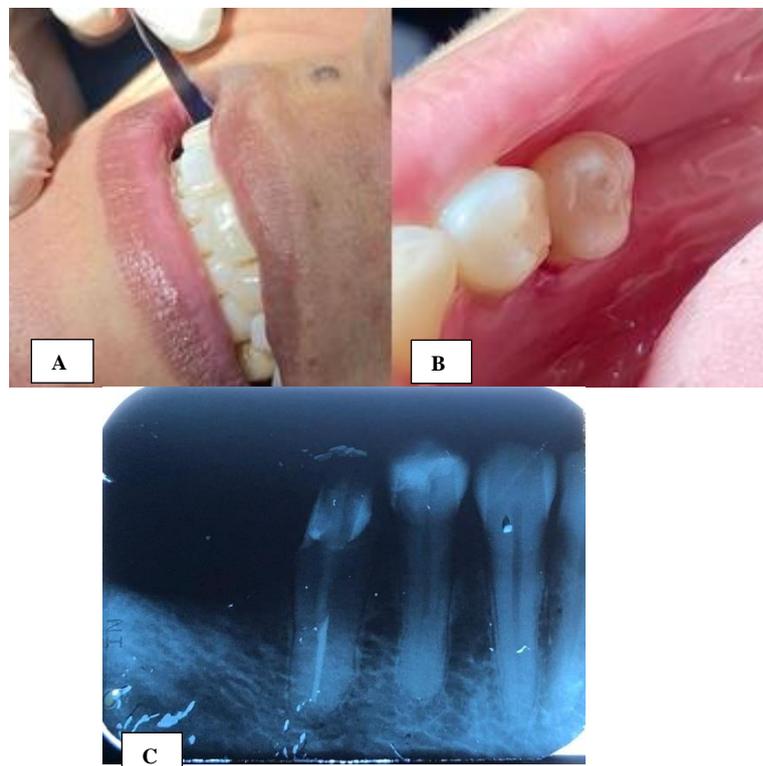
A- Radiografia final. B- Utilização do papel carbono para verificar a oclusão e eliminar contatos prematuros. C- Resultado final. (Fonte: Arquivo pessoal.)
